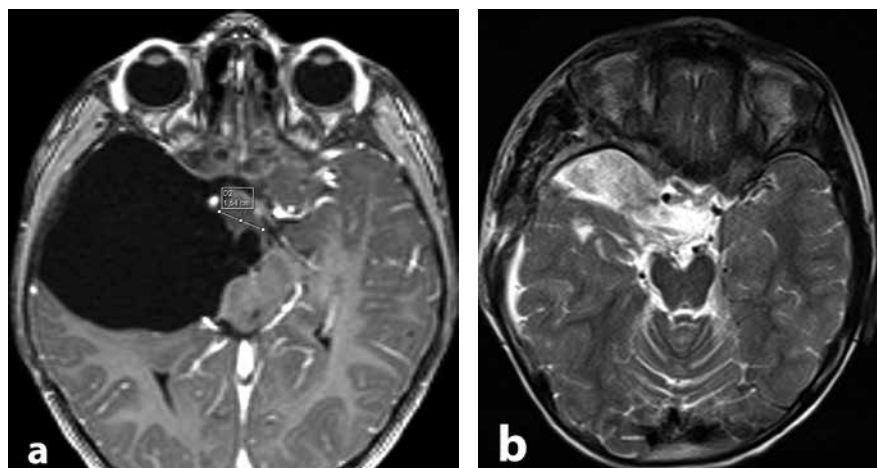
а – МРТ головного мозга, аксиальная проекция: пациентка с АКСЧЯ и опухолью гипоталамуса (до операции); б – МРТ, аксиальная проекция: та же пациентка с положительной динамикой после ряда операций: эндоскопической фенестрации арахноидальной кисты средней черепной ямки и удаления опухоли головного мозга
